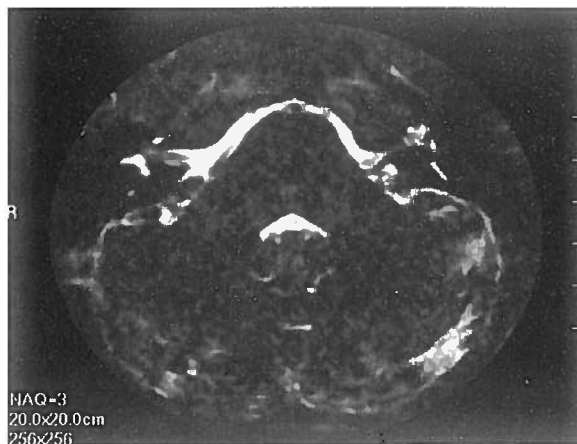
RM pT2. Tomograma axial, 0,7 mm de espessura, que intercepta o caracol e o fundo do CAI do OE. 1. Caracol 2. Vestíbulo 3. Extremidade ampolar do CSC posterior. A seta aponta o foco da parede fundica do CAI, com densidade semelhante à do labirinto membranoso.
